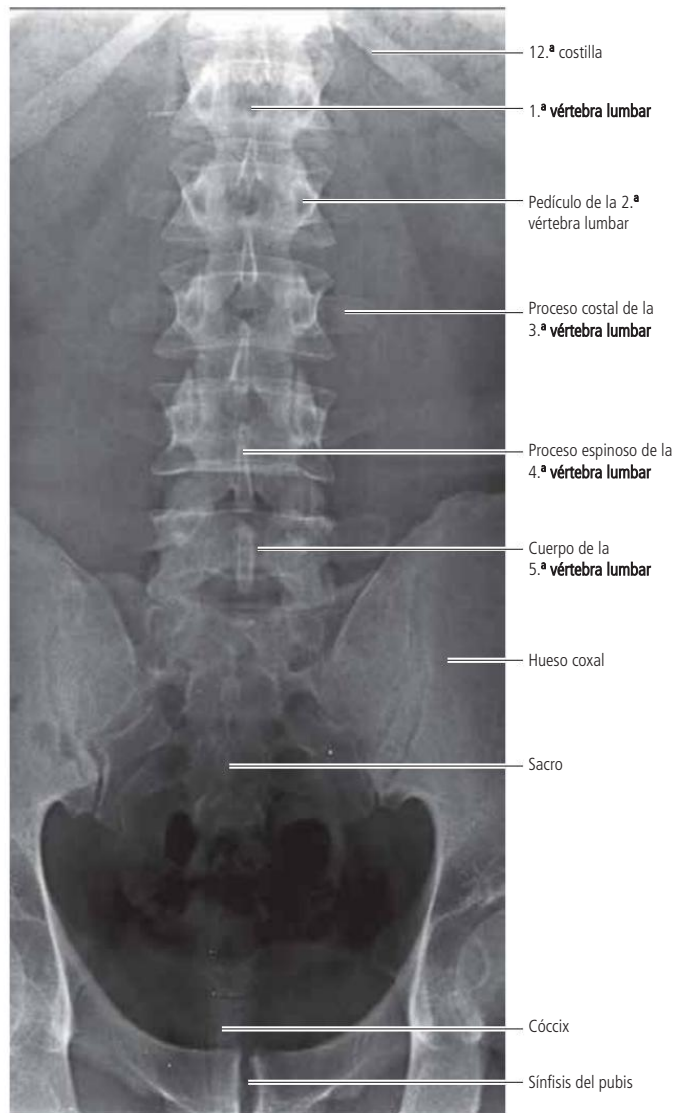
Radiografía digital de la columna lumbosacra. Proyección anteroposterior.
